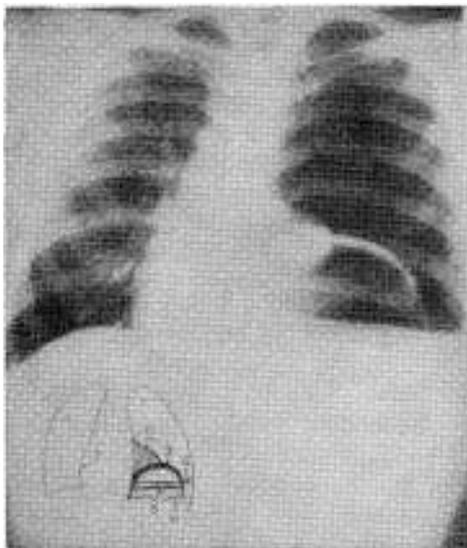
Radiografía de frente. Se observa. (1) Neumotórax total izquierdo a tensión. (2) Pulmón izquierdo colapsado. (3) Adventicia del quiste hidático roto e insuflado. (4) Hidrotórax. (5) Nivel del hidroneumoquiste y (6) membrana hidática rota. (7) Desplazamiento mediastinal a derecha.
